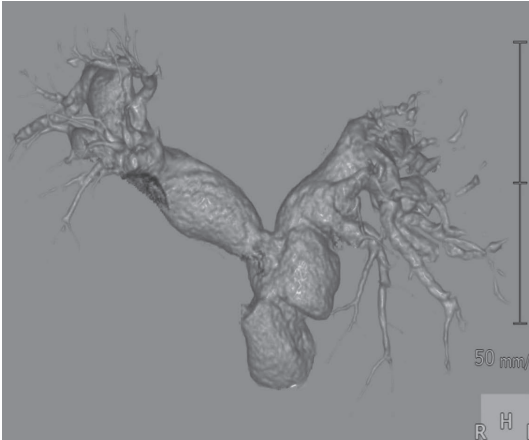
Postoperative 3D-CTA shows pulmonary artery stenosis is improved.
